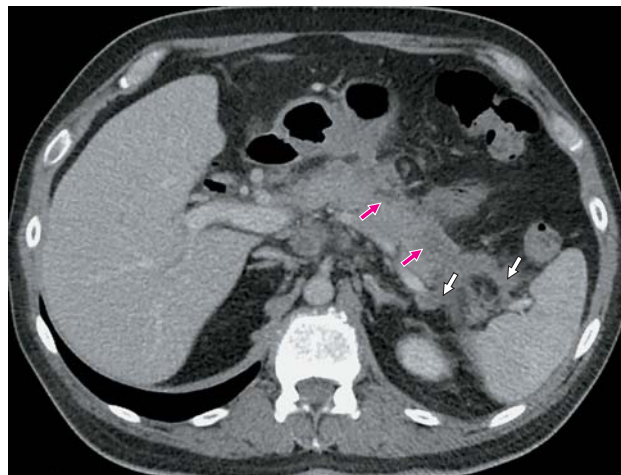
Компьютерная томограмма. Острый панкреатит, неглубокий некроз ПЖ, 7-е сутки. Здесь и далее зоны некроза указаны красными стрелками, парапанкреатит — белыми стрелками. Здесь и далее — венозная фаза исследования.
